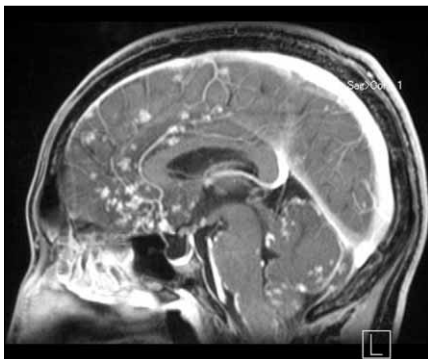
頭部Gd-DTPA造影MRI (矢状断像) : 主に髄膜にそった造影効果のある多発する小結節影を認め、一部脳実質内にも認める。
